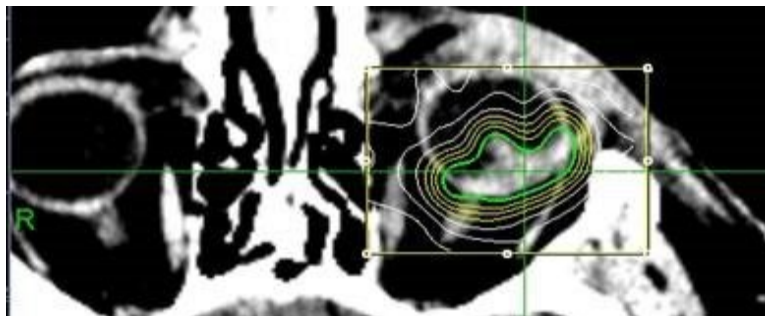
CT-Planungsscan der Isodosis für eine Cyber-Knife-Bestrahlung. Die grüne Linie stellt die verabreichte Isodosis (70%) dar (mit freundlicher Genehmigung von Prof. Dr. A. Muacevic)
